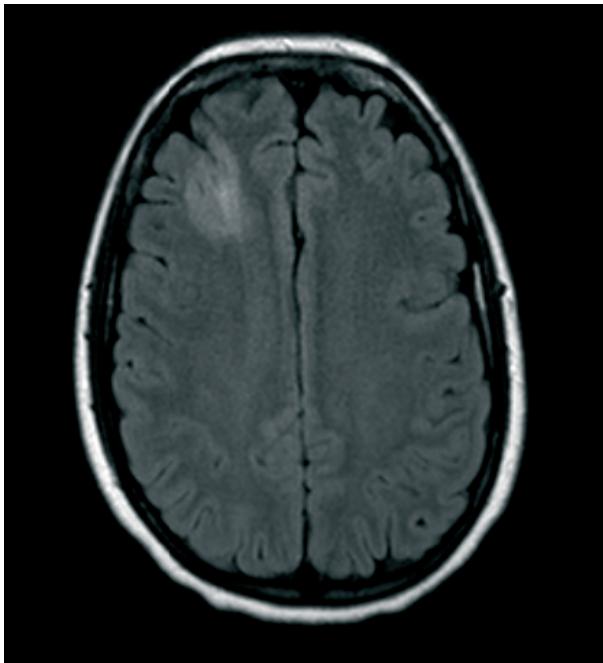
T2 -weighted axial image. MRI scan showing a dysplasia on the dorsolateral prefrontal cortex.
